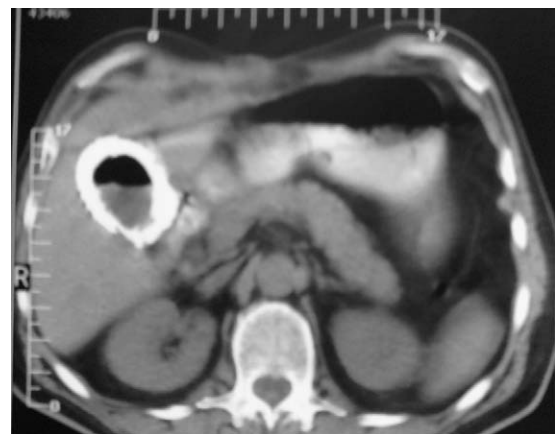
TAC: vesícula biliar con pared engrosada y calcificada en su totalidad con barro biliar en su interior (nivel líquido-líquido). Compatible con vesícula en porcelana.
